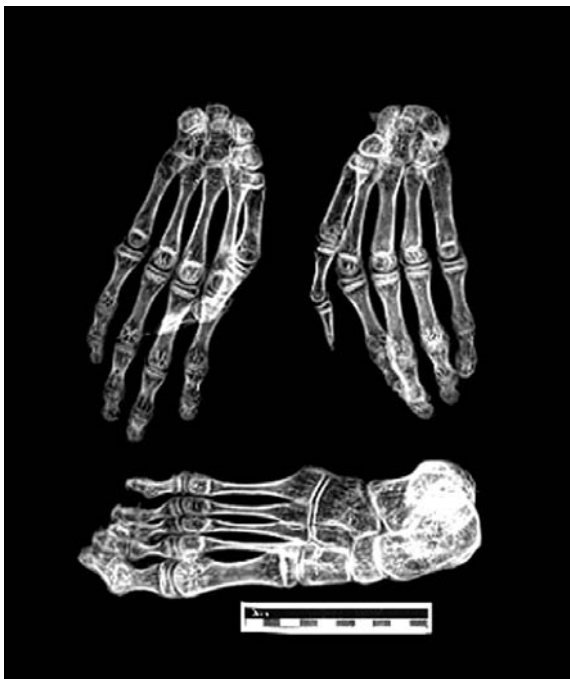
Radiografías de manos y pie derecho. Nótese la posición de los dedos pulgares de la mano semejantes a las deformaciones descrita para AMC.
